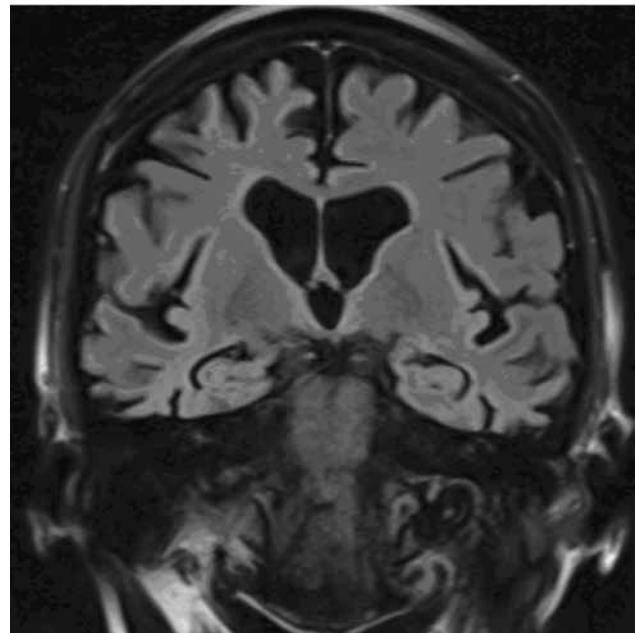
Badanie MRI mózgowia pacjentki z czerwca 2014 r.; metoda T1. Wyraźnie nasilony zanik korowy okolic czołowych i skroniowych z predylekcją do okolic przednioczołowych.
